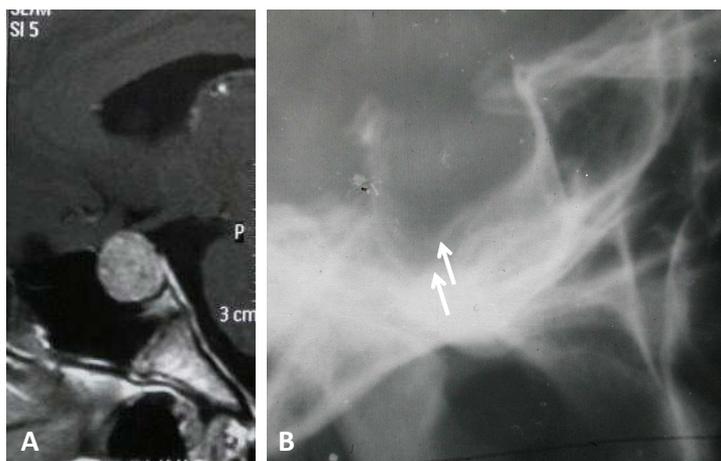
microadenoma prolactínico: A: resonancia magnética con contraste en una adolescente con amenorrea primaria con hiperprolactinemia. B: radiografía de silla turca con doble piso (flechas) por adenoma prolactínico.
